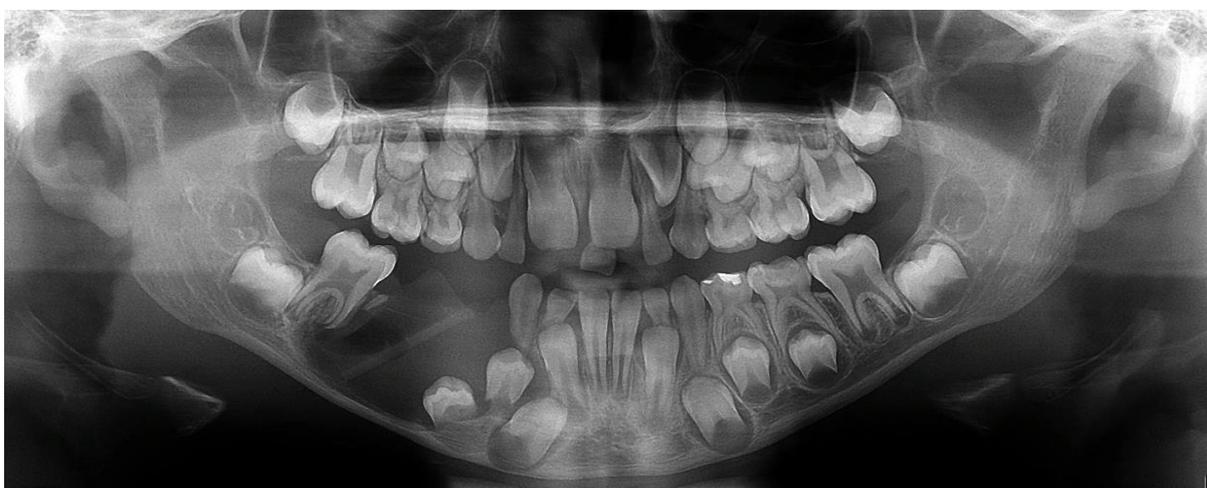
Radiografia panorâmica de controle realizada no dia 30/09/2019, 12 dias após a cirurgia, podendo-se observar a colocação do dreno.
